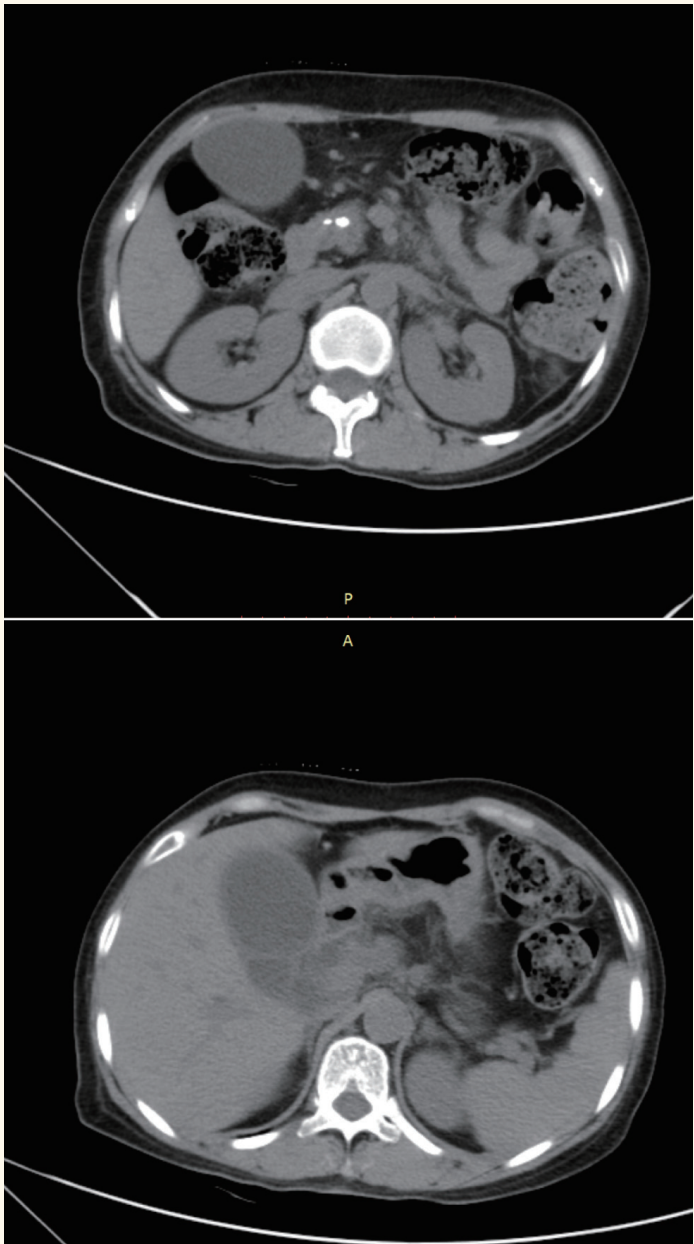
腹部CT提示肝内外胆管扩张，慢性胰腺炎急性发作
